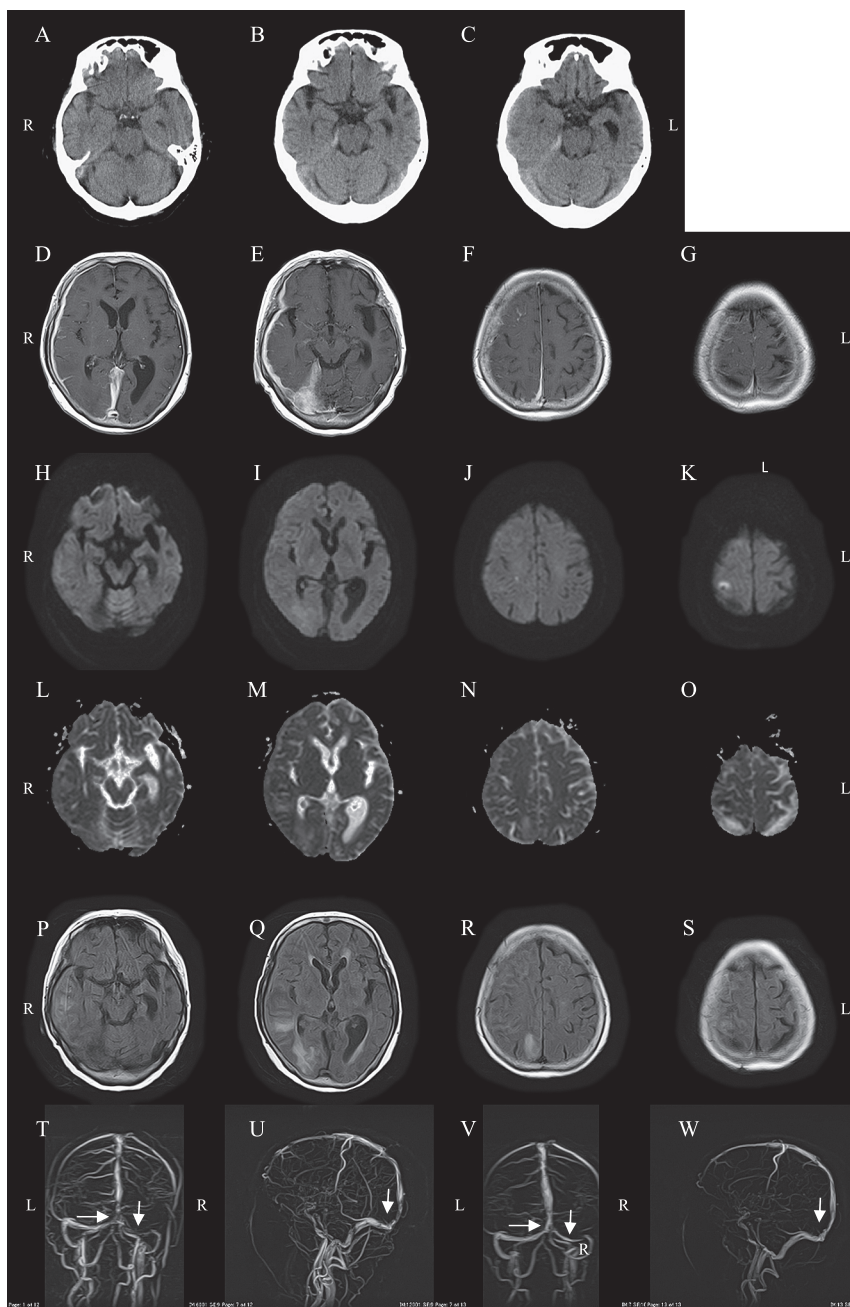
Brain CT and MRI findings.
